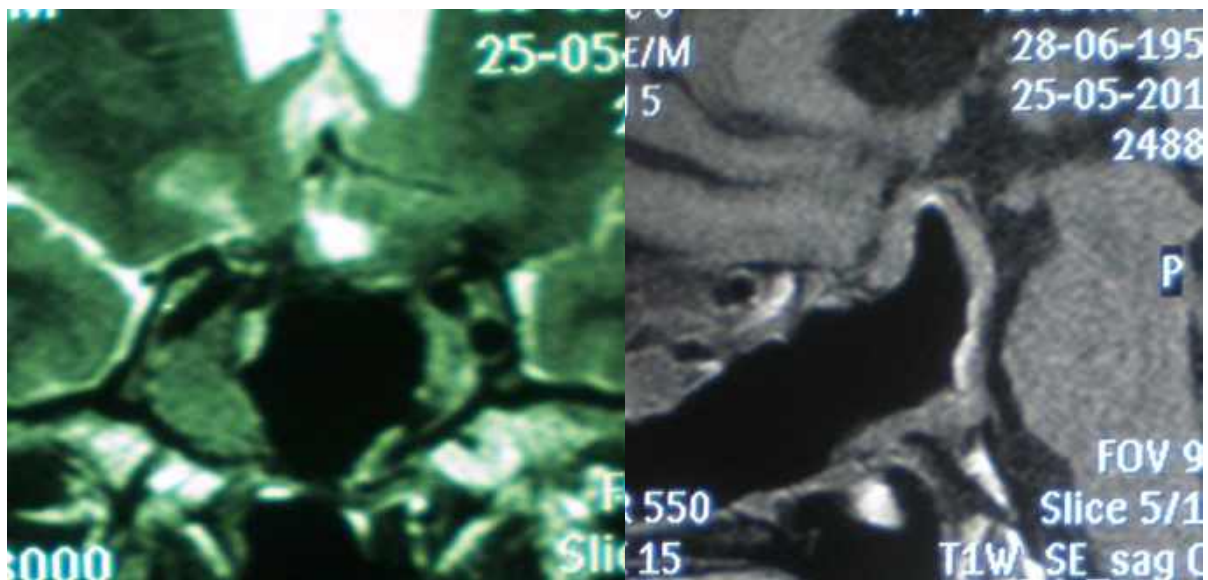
Спостереження №491. Хвора П-ва, 57 років (історія хвороби №152274), велетенська ГНАГ. Нативне МРТ після трансназальної операції.
